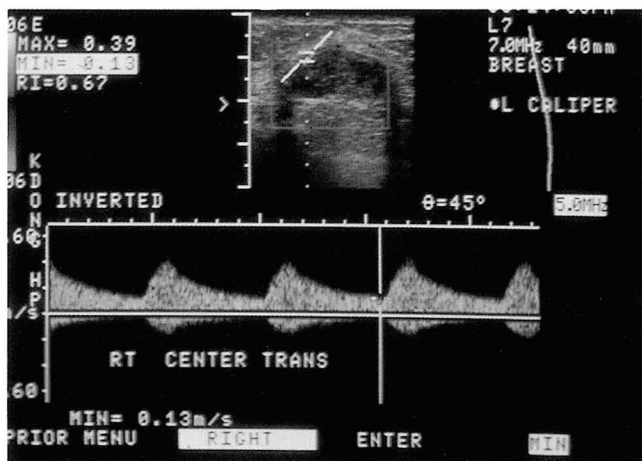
Fibroadenoma(39-year-old). Color Doppler sonography shows lobulated, smooth margined hypoechoic mass with vascular signals in the periphery of the lesion. The resistive index of the lesion is 0.67.
